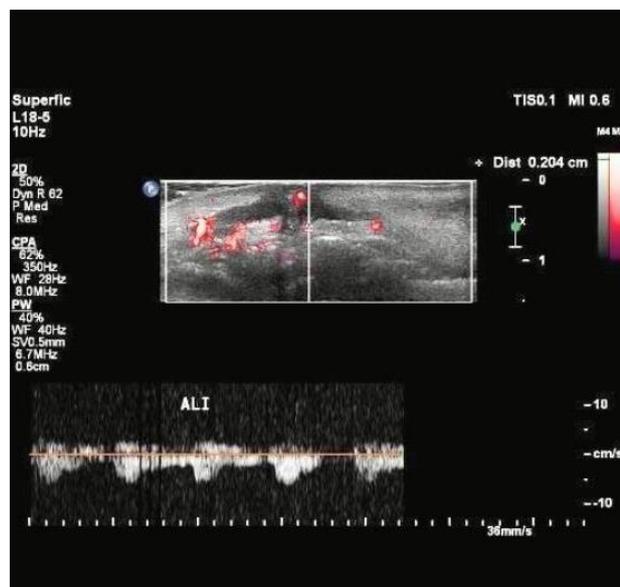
Imagem de ultrassonografia *Doppler*
